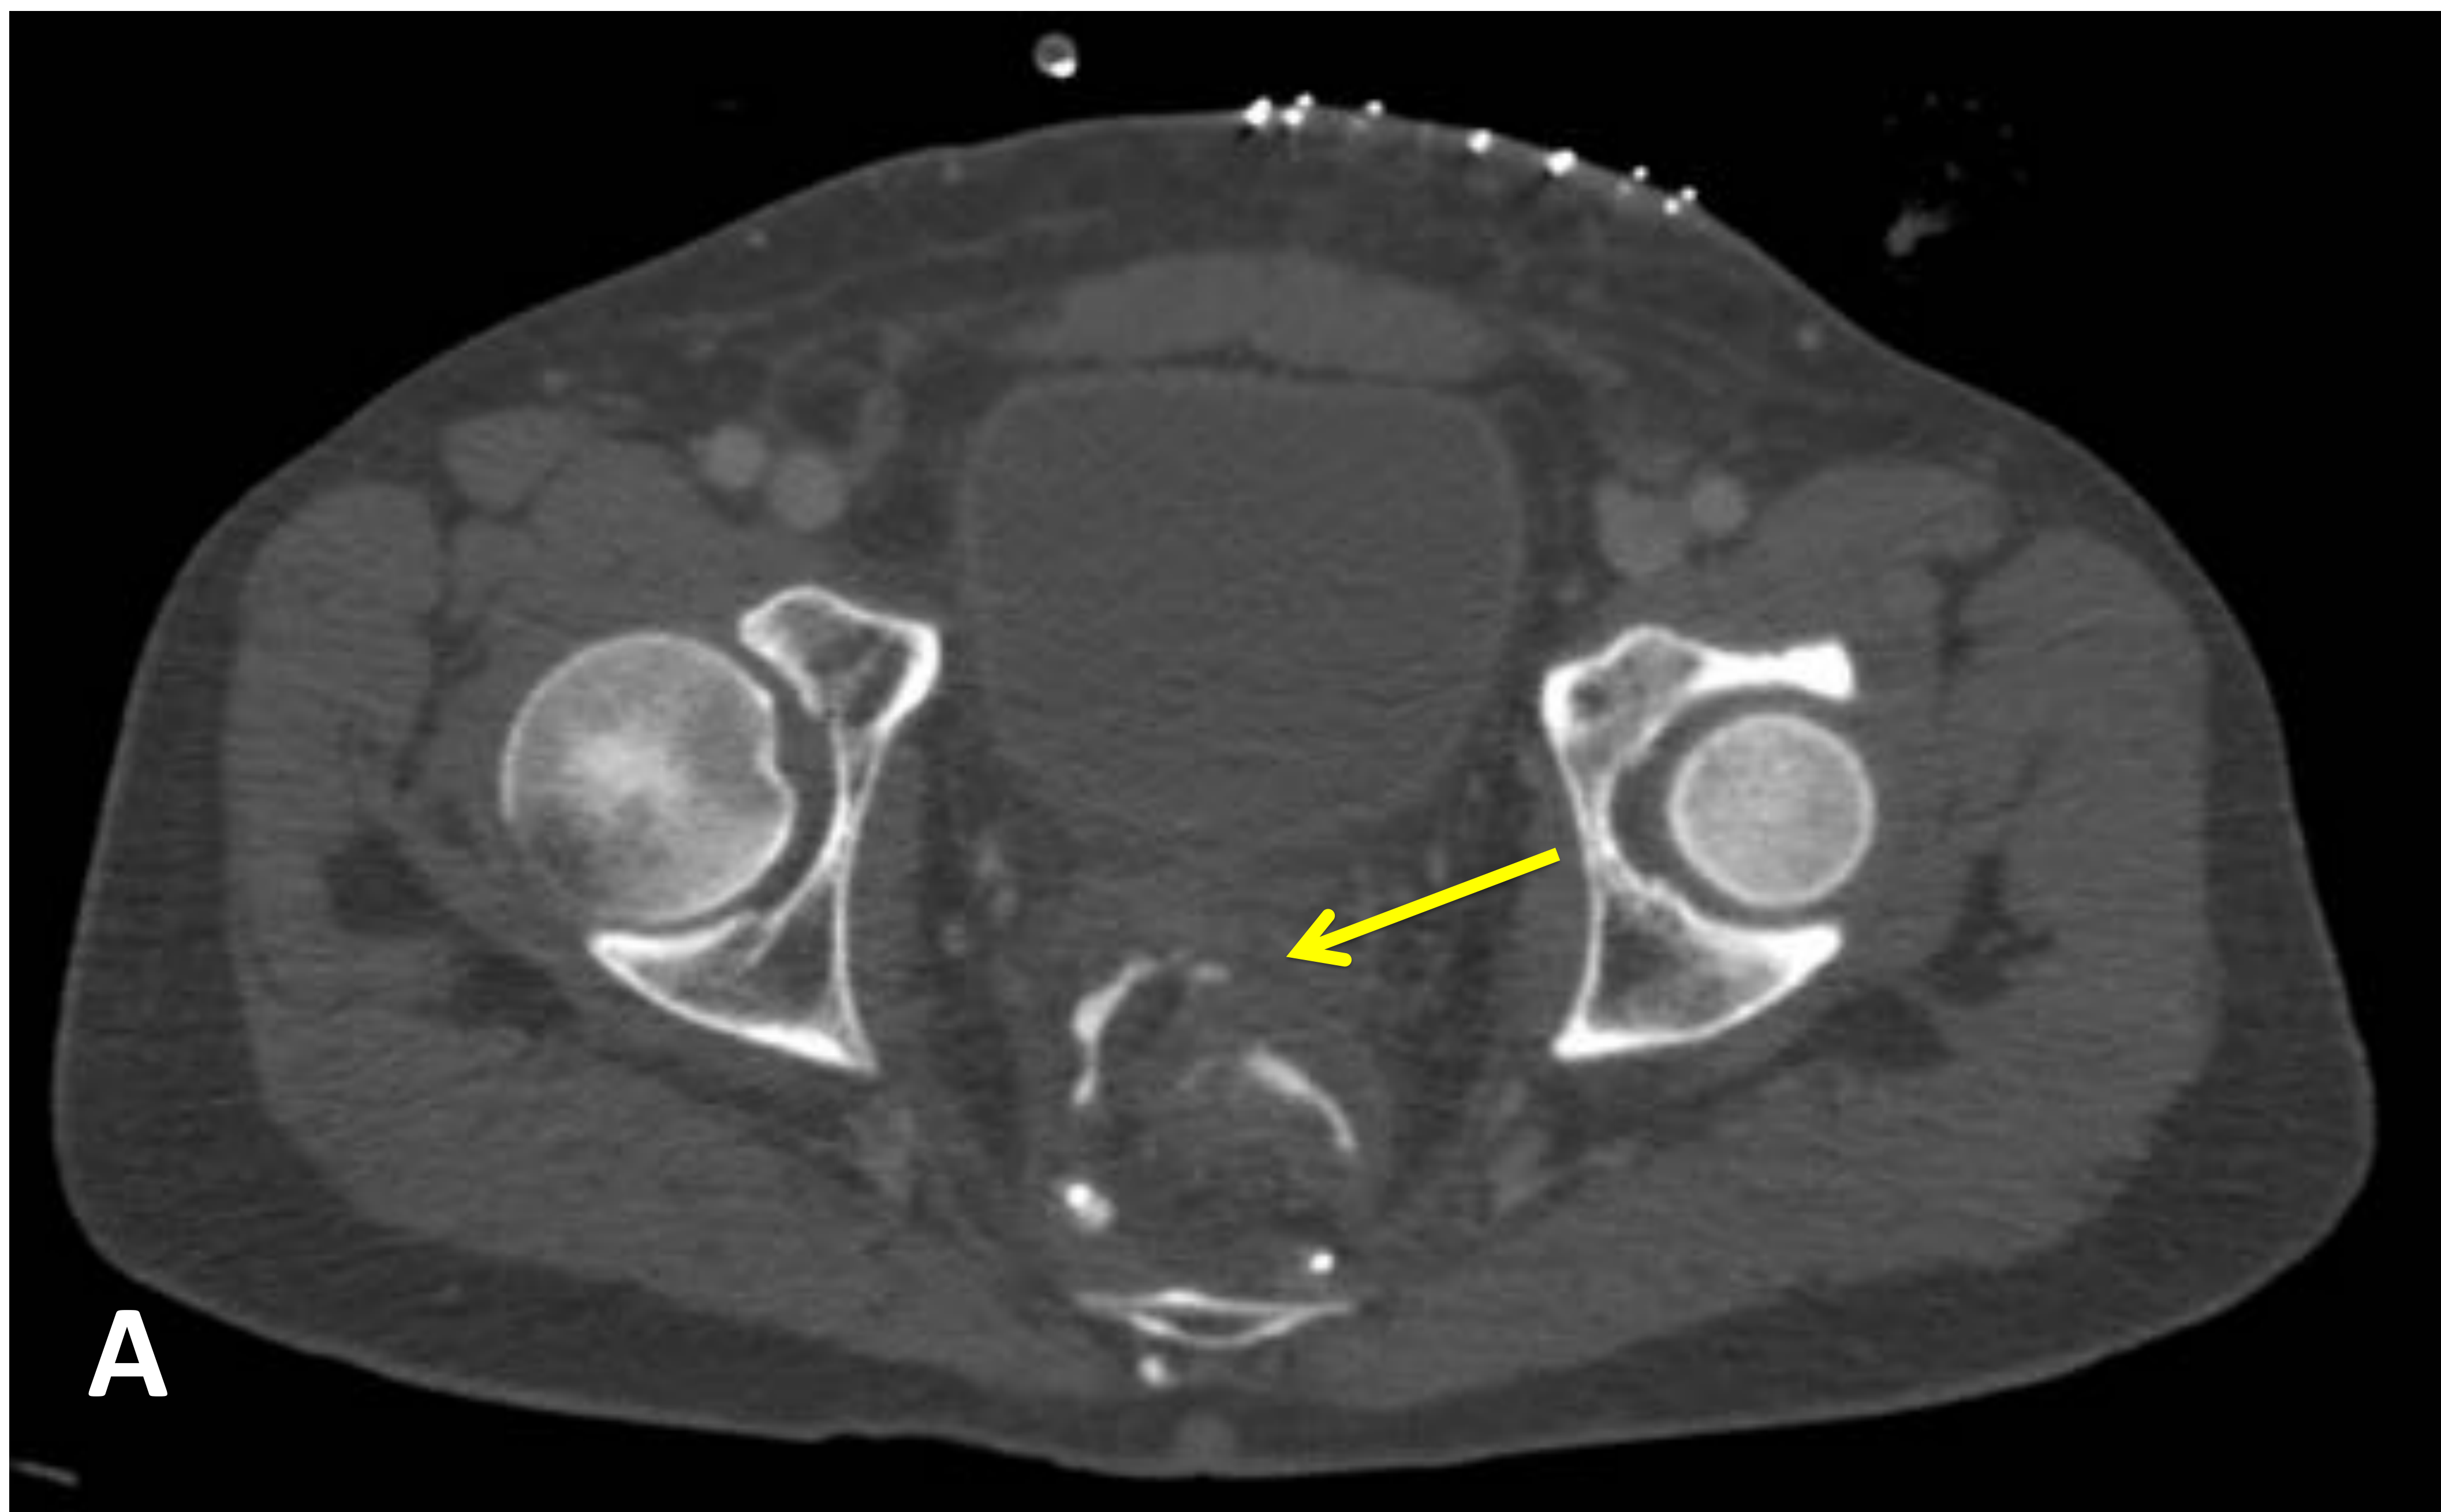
Imágenes de TC de pelvis tras la administración de CIV y Gastrografin® transrectal diluido, con adquisición de las imágenes en fase portal, debido a la sospecha de dehiscencia / fuga anastomótica en paciente con resección anterior ultrabaja. Se confirma la presencia de fuga de contraste a través de la anastomosis (A) hacia cavidad peritoneal (B) (flechas amarillas).
